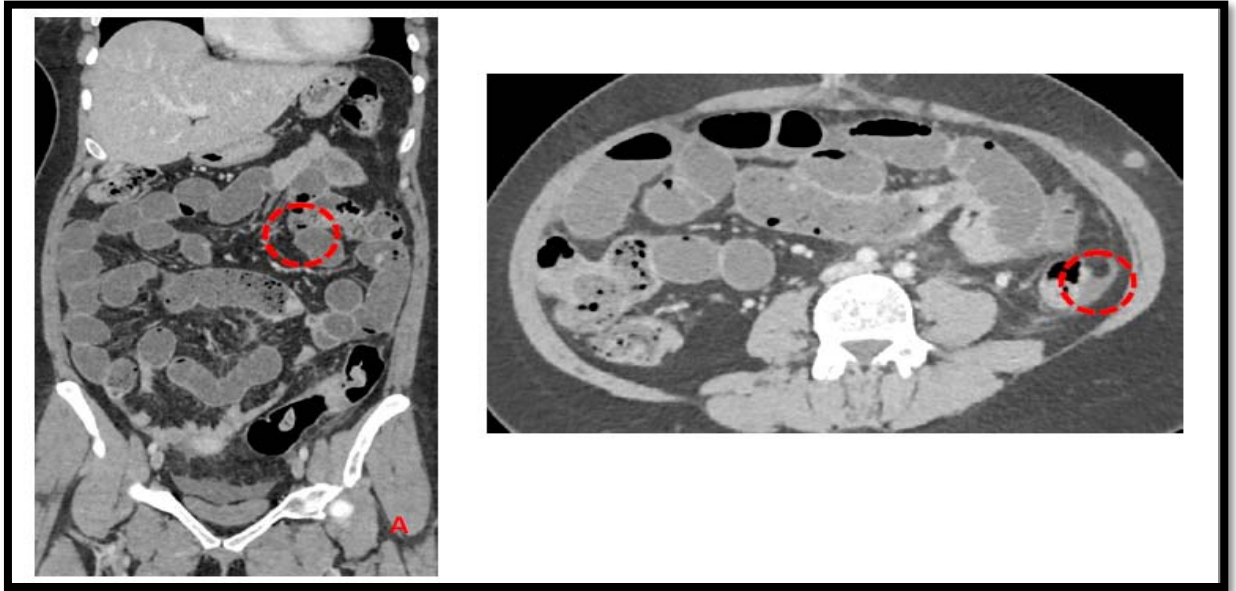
TDM coupe coronale (A) et axiale (B) : occlusion intestinale sur tumeur grêlique : Il existe un épaississement pariétal abrupte, peu étendu, irrégulier et asymétrique fortement rehaussé par le produit de contraste, sans infiltration de la graisse mésentérique de voisinage.
